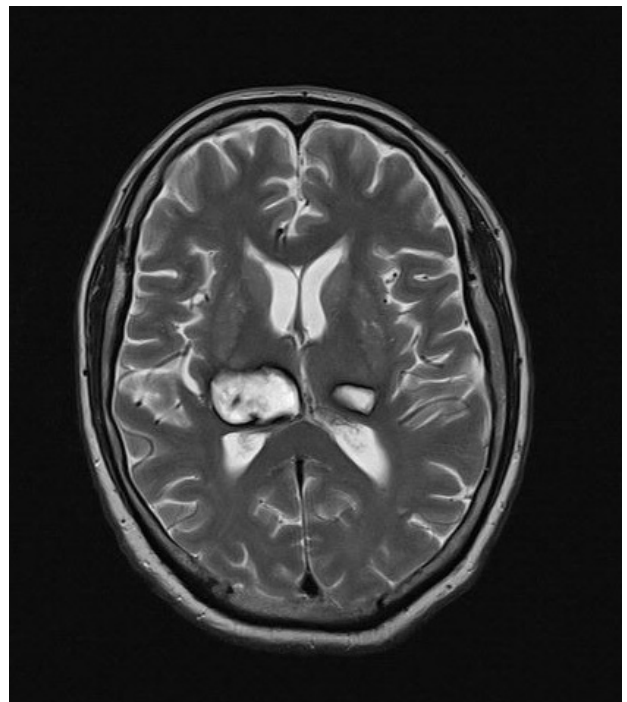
Corte axial de resonancia magnética secuencia T2 del 13 mayo de 2017, con desviación de la línea media donde se observa lesión hiperintensa con halo hipointenso en ambos tálamos a predominio del derecho, compatible con evento cerebrovascular de tipo hemorrágico y edema perilesional respectivamente.
